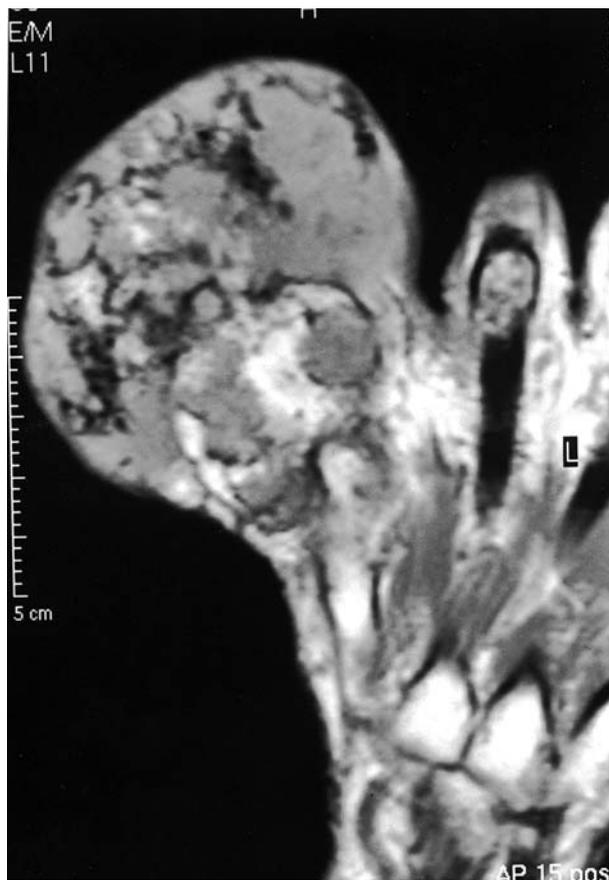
Scansione di RM dimostra massa lobulata.
